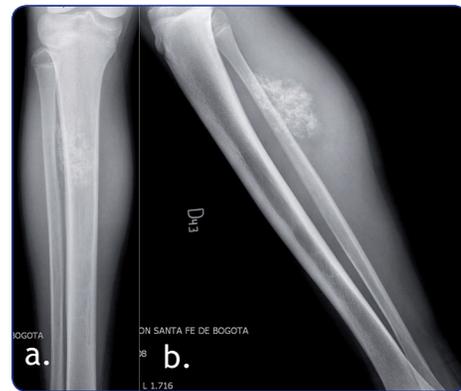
a, b. Radiografía de la pierna derecha. Se observa masa tumoral con calcificaciones en "anillos y arcos".
